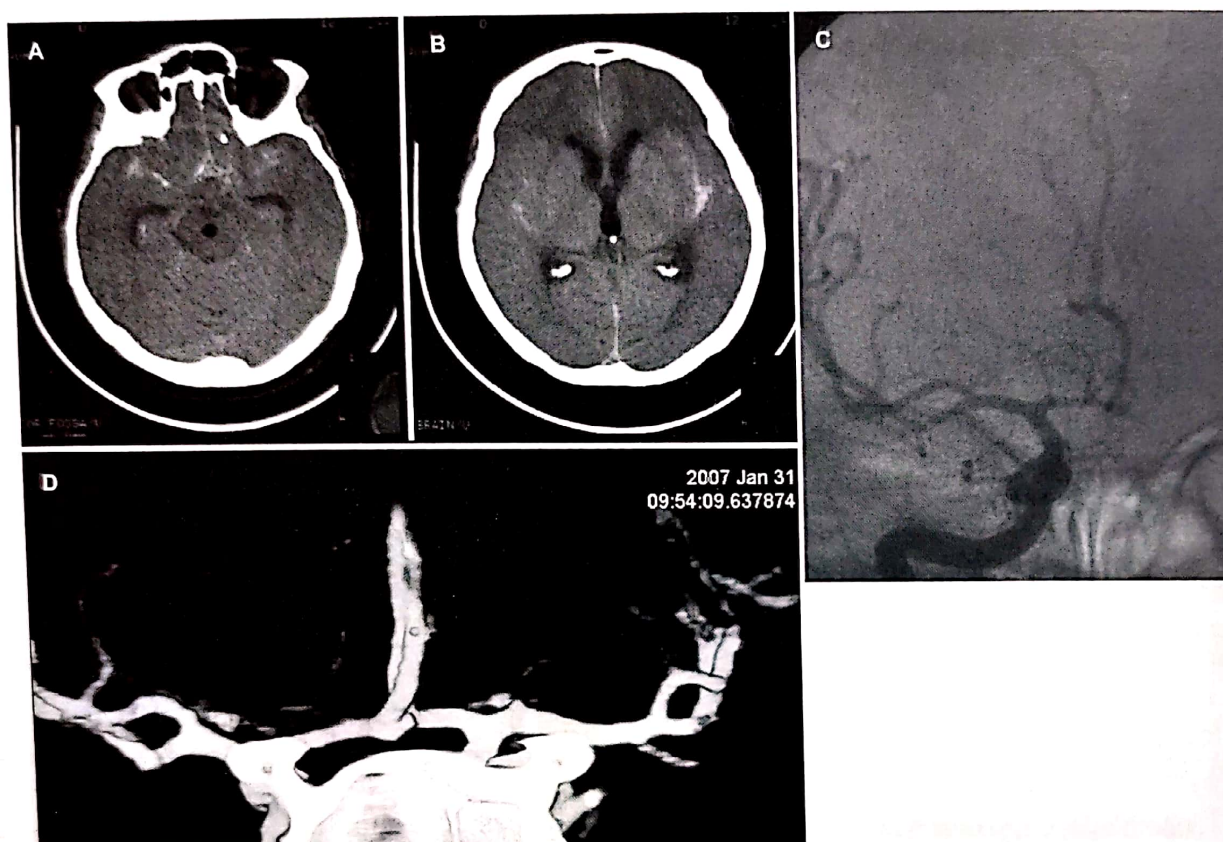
Anevrisim mic de arteră comunicantă anterioară injectat din dreapta, rupt, cu HSA difuză. A) și B) Imagini CT. C) Angiografie CT. D) Angiografie endovasculară.
